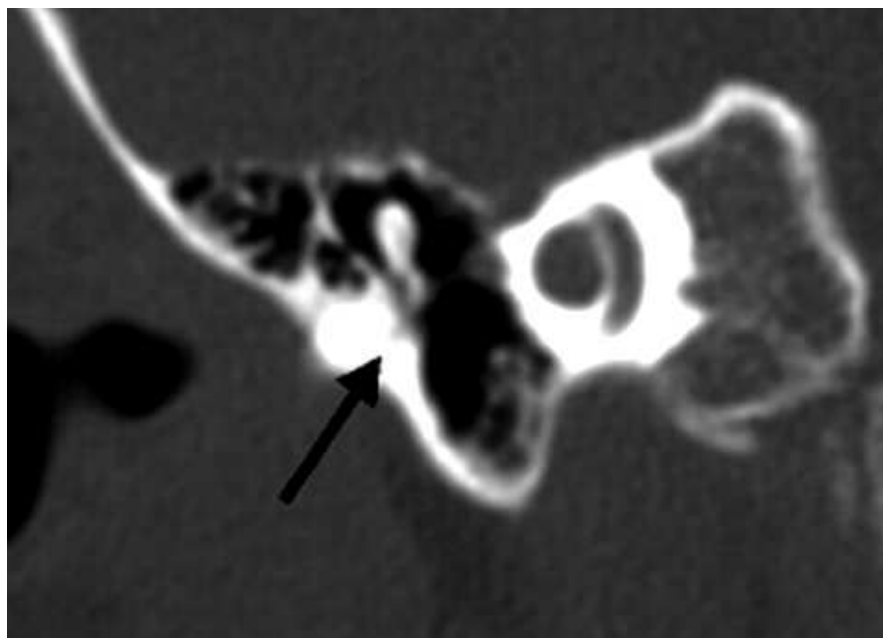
Imagen coronal de TC anterior a la articulación incudoestapedia en la que se observa una lámina ósea atrésica (*flecha negra*), con fusión del mango del martillo a la lámina.
